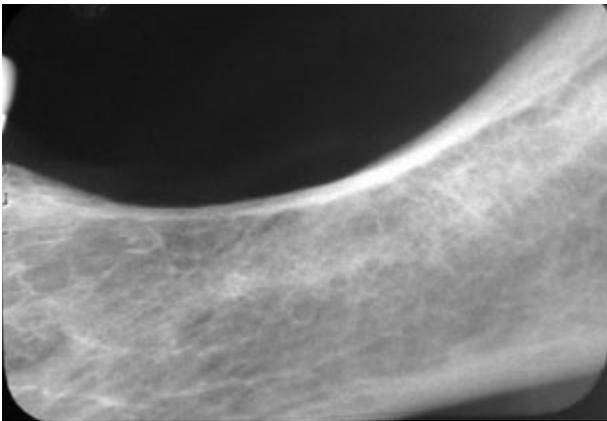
Radiografía periapical de brecha desdentada izquierda, a extremo libre, en un portador de prótesis removible durante 12 años. Se observa un proceso alveolar bien conservado con trabeculado y cortical gruesos.
